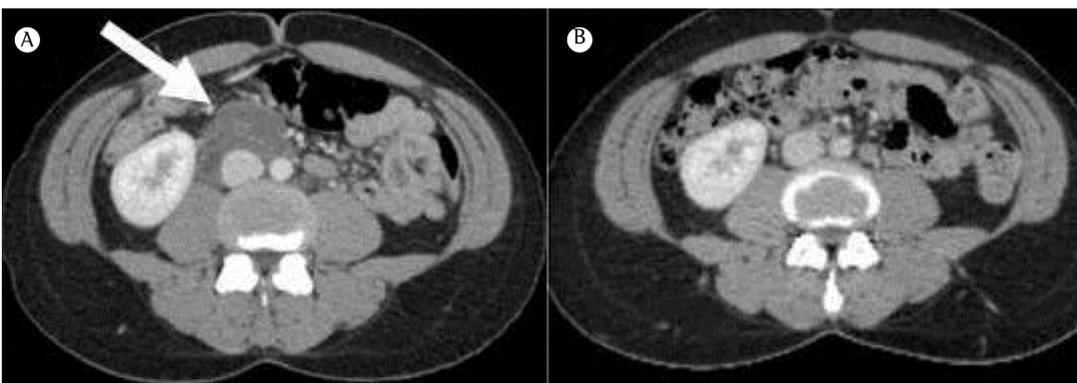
TC de abdome antes do tratamento com sirolimo (em A) e após 6 meses de tratamento com o medicamento (em B), mostrando resolução de linfangioleiomioma abdominal (seta branca).
